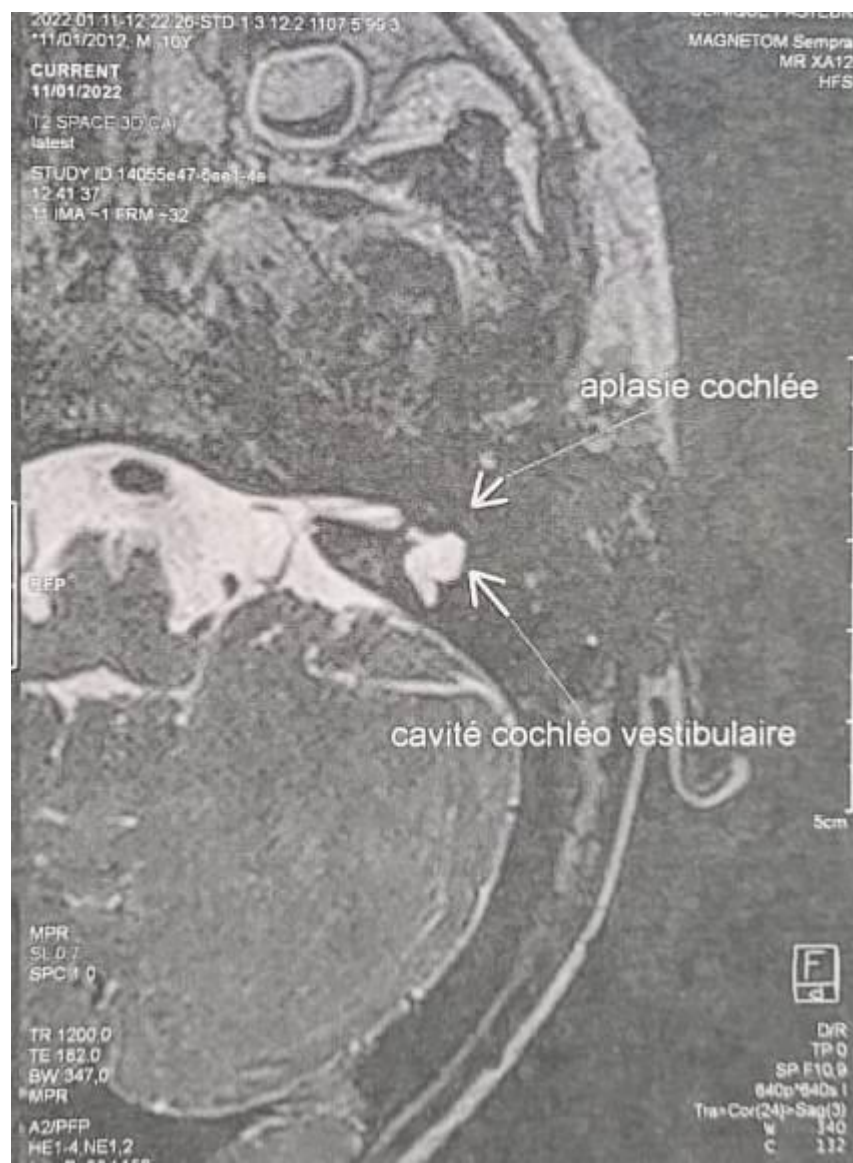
IRM montrant une aplasie cochléaire gauche
